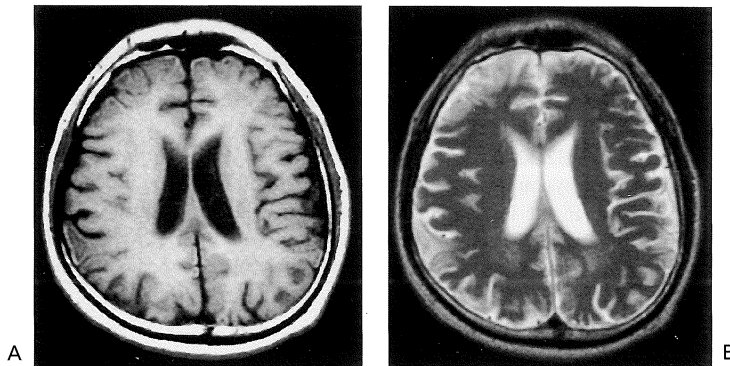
MR images when the symptoms disappeared (August '95).
